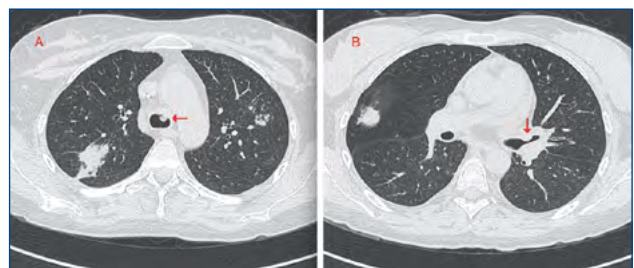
Tomografia assiale computerizzata del torace. Sezione assiale. Ispessimento della parete tracheale anteriore al terzo medio (A, freccia) e a livello della carena in sede antideclive (B, freccia), con aspetto aggettante e riduzione del lume aereo.
